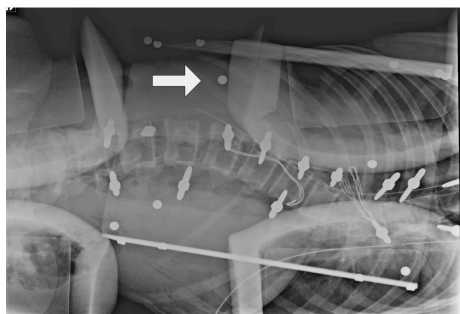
Per-operative radiograph with the calibration object. The steel pellets are the light gray dots like the one next to the white arrow on the lateral side of the patient.
